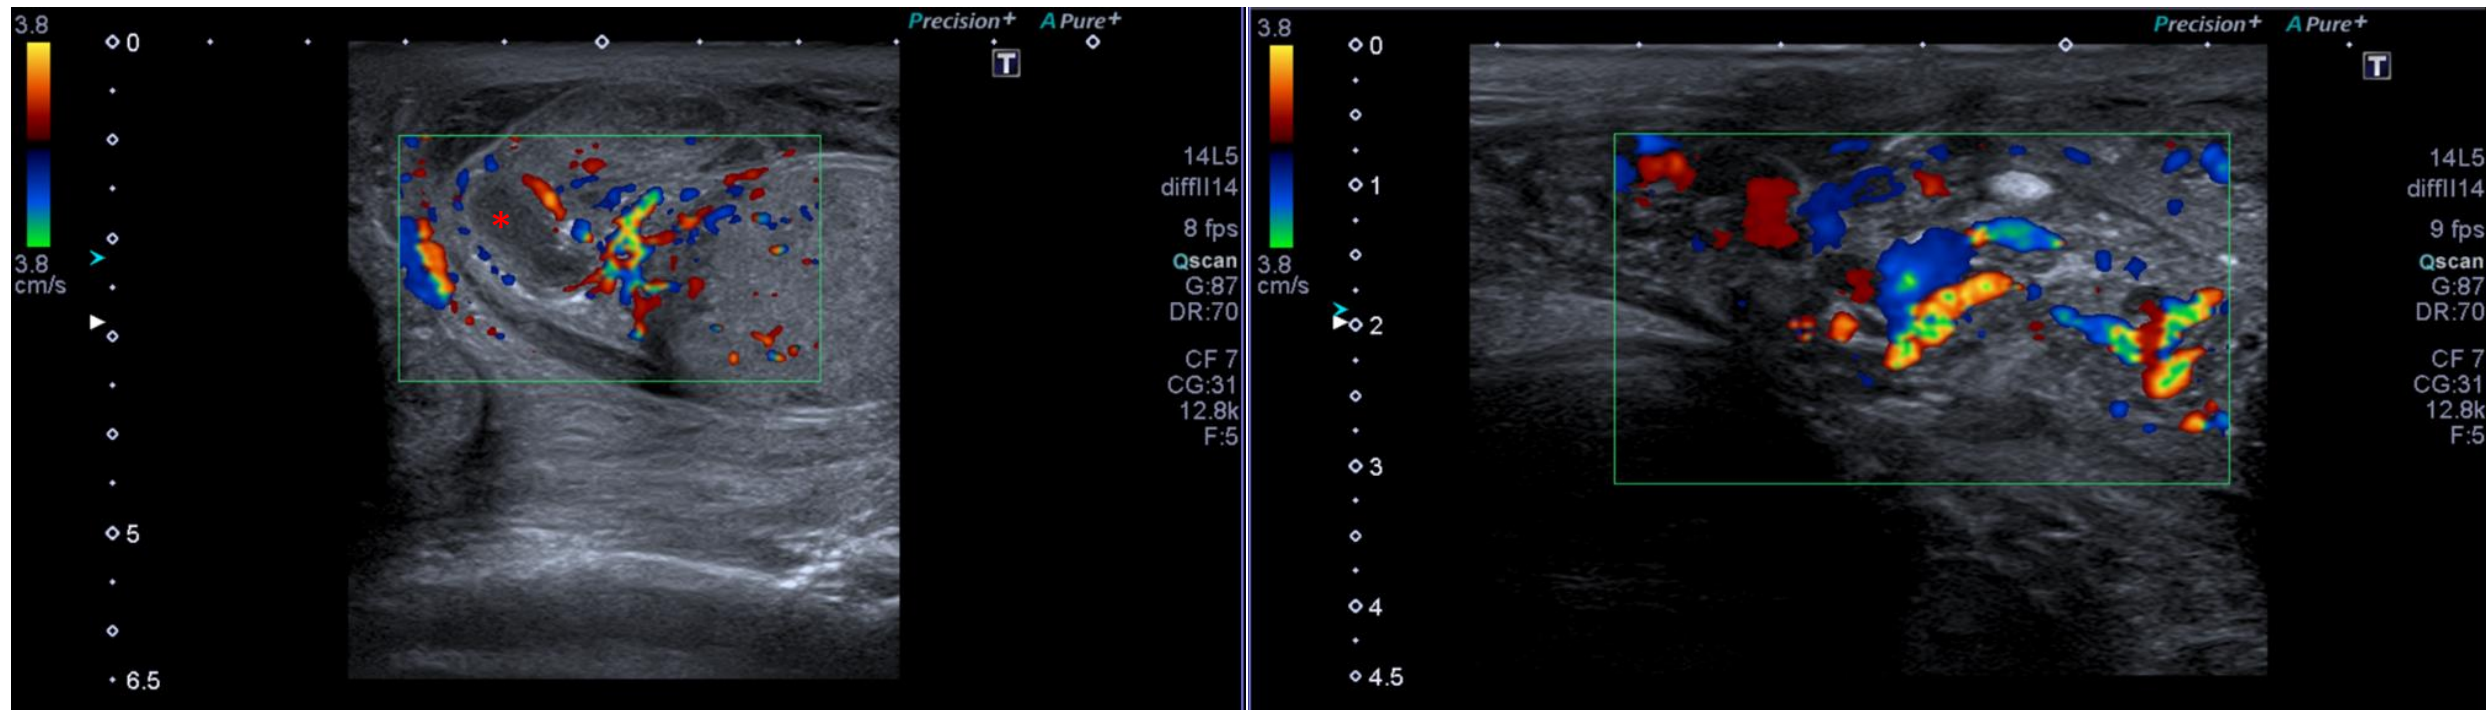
A y B. Cabeza del epidídimo engrosada y con aumento de señal Doppler y formación hipoecogénica, posible abscesificación (*)
